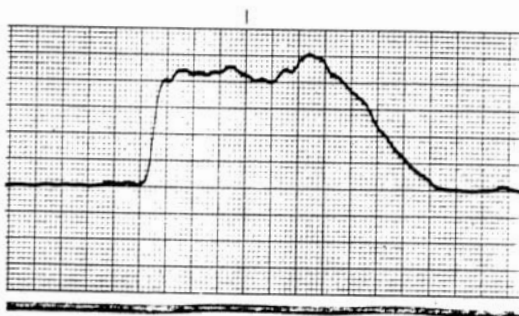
Estudio epidemiológico vascular. Exploración funcional Doppler. Vena femoral común. Normal.
